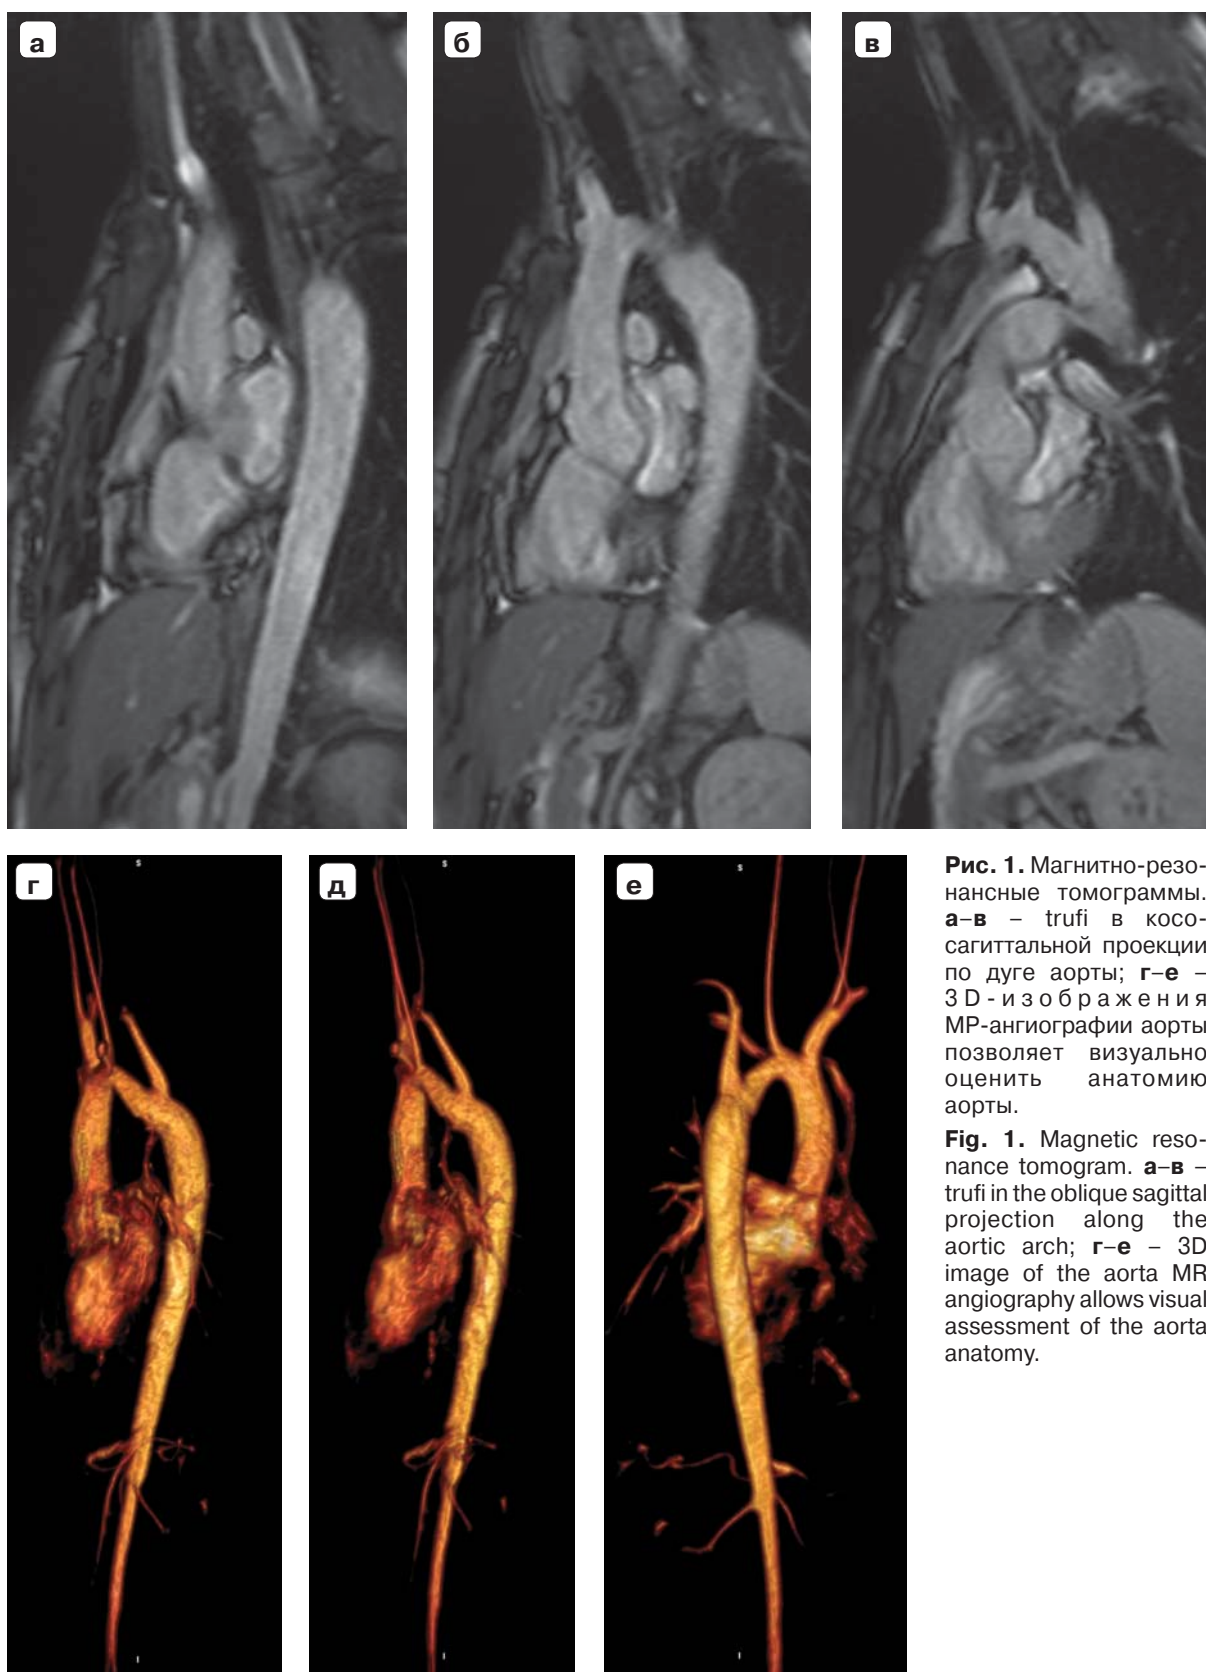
Магнитно-резонансные томограммы. а-в – trufi в косо-сагиттальной проекции по дуге аорты; г-е – 3 D - и з о б р а ж е н и я МР-ангиографии аорты позволяет визуально оценить анатомию аорты.
